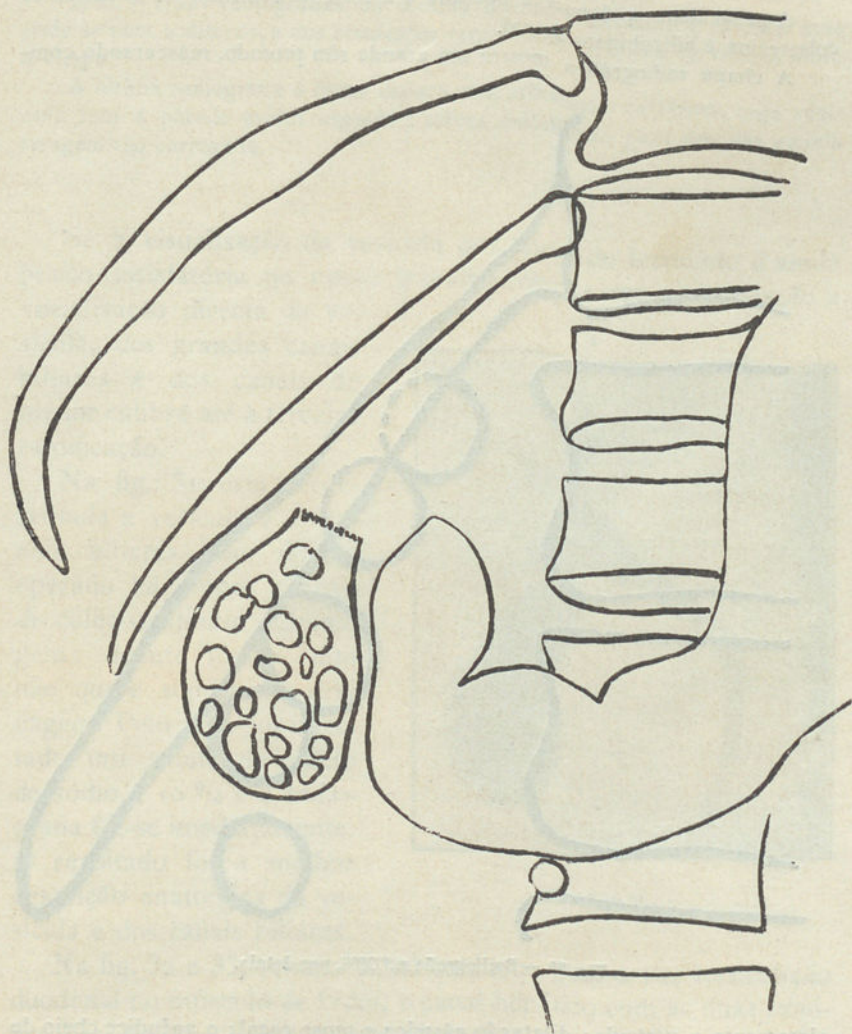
Radiografia n.º 5000.
